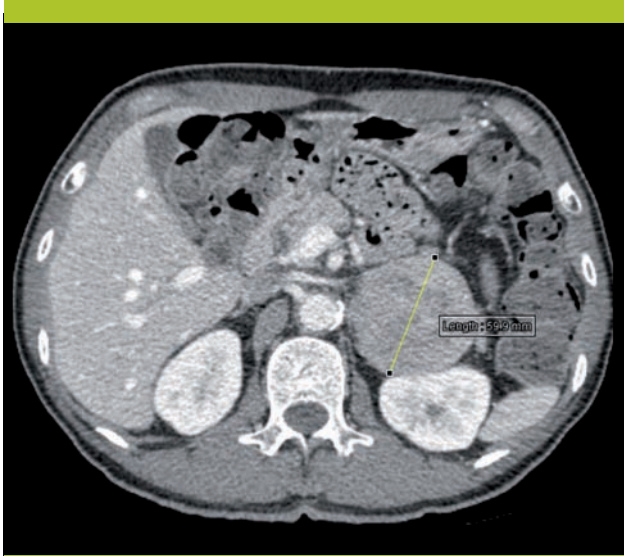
CT abdominal du patient
